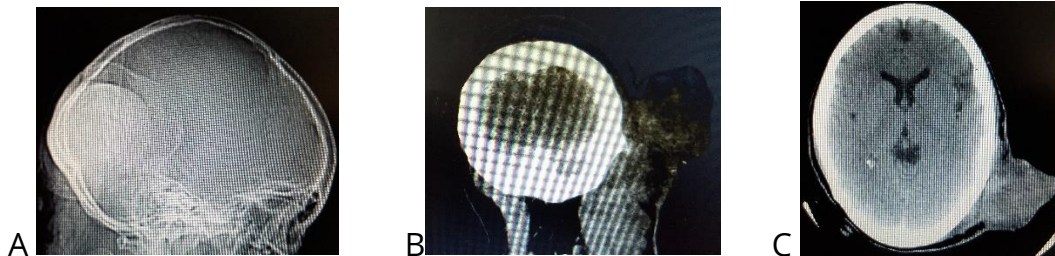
Tomografía computada simple. - A: Topograma que muestra la posición de la lesión; B: corte coronal demostrando la lesión exofítica y la conservación normal del hueso; y C: Corte axial que muestra la indemnidad del contenido craneal.
